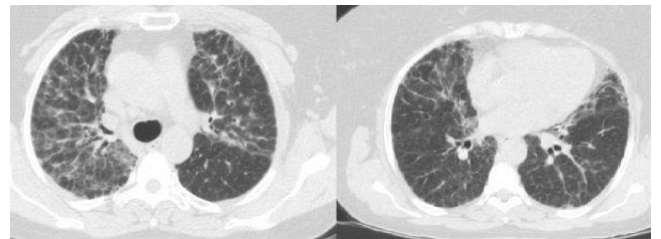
Toraks bilgisayarlı tomografide, sağ akciğer üst lob posterior segment, orta lob ve alt lobun bazal segmentlerinde, sol akciğer üst lob apikoposterior segment, alt lob apikal segment ve bazal segmentlerinde yaygın multifokal görünümde konsolider lezyonlar (Olgu 4).
